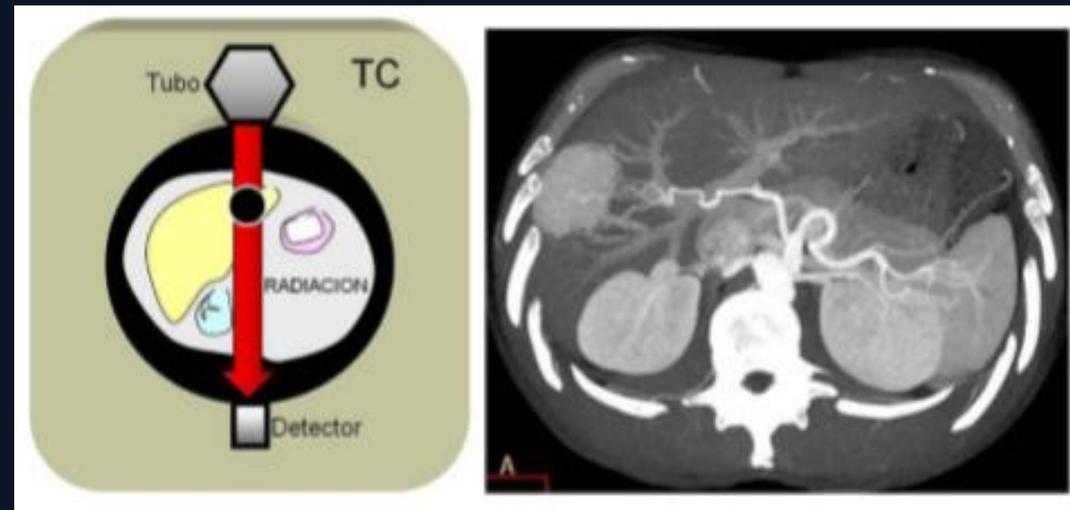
Imagen por transmisión: Rx – TC
